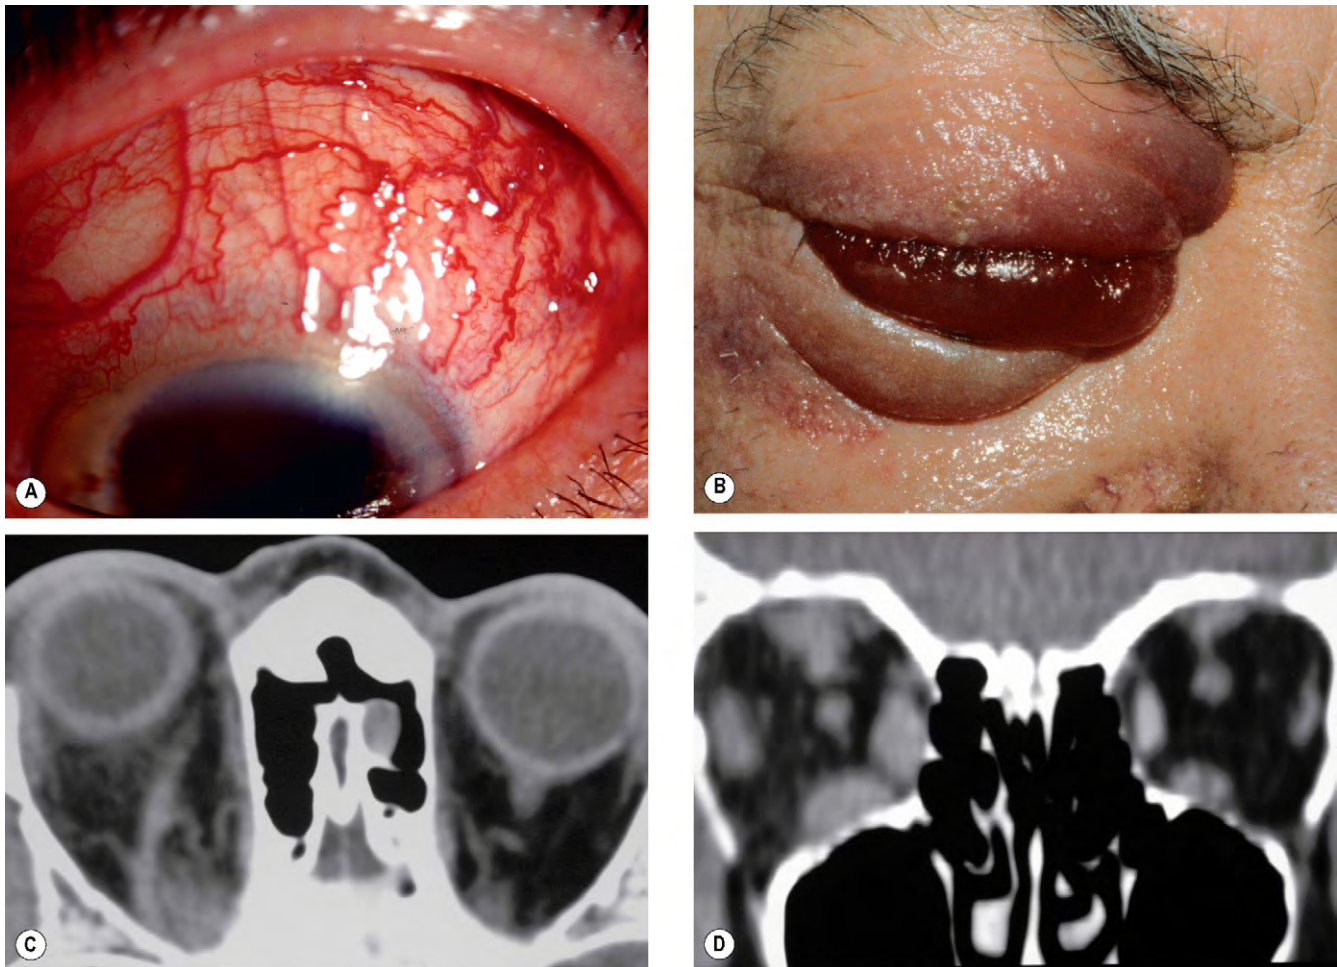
Fístula carótido-cavernosa directa. (A) Inyección epibulbar intensa; (B) quemosis hemorrágica; (C) en la TC axial se aprecia aumento de tamaño de la vena oftálmica superior derecha; (D) la TC coronal muestra aumento de tamaño de los músculos extraoculares a la derecha.
